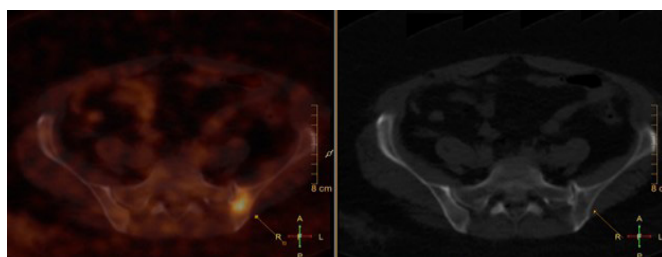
ПЭТ/КТ с ^{18}F -FDG пациентки №2 с раком левой молочной железы St II A (T1N1M0)
